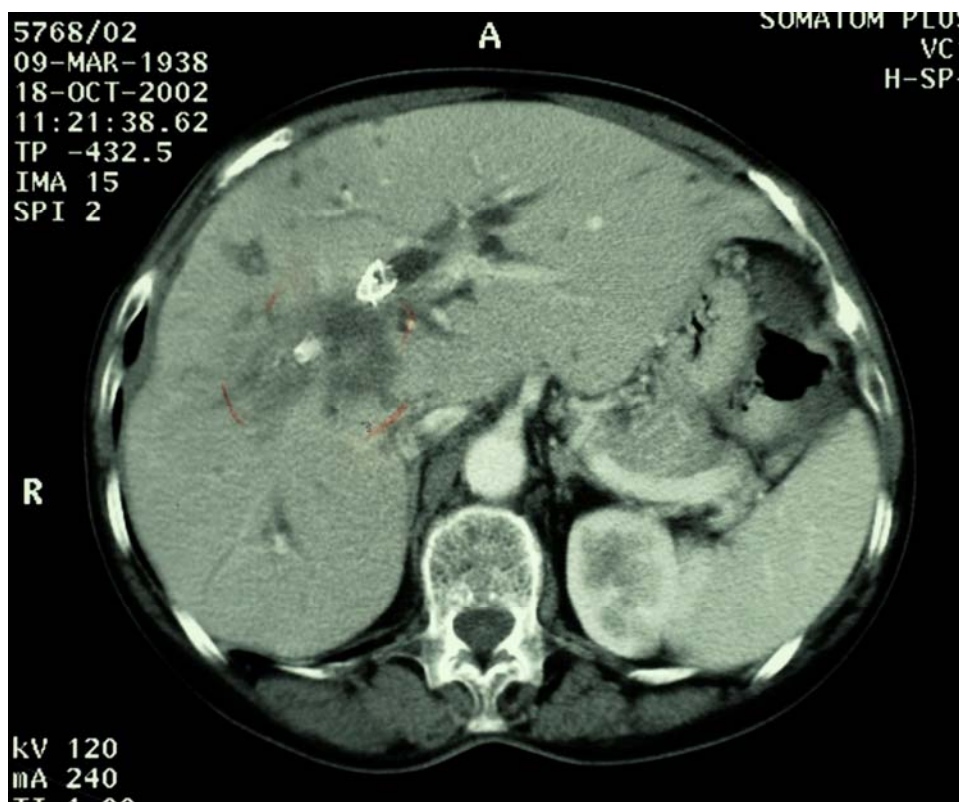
CT bei Klatskin-Tumor; Patient 97
